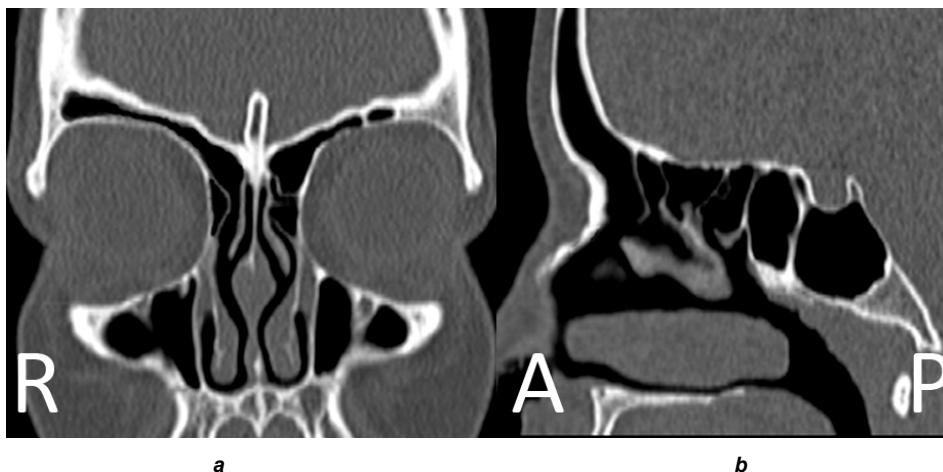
CT of PNS 1 month after surgery (a – coronary projection, b – sagittal projection).
